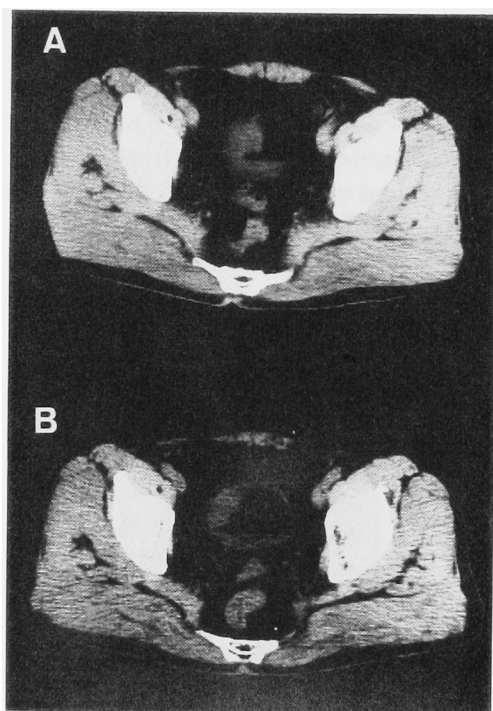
CT findings; pre and post chemotherapy (case 6)
